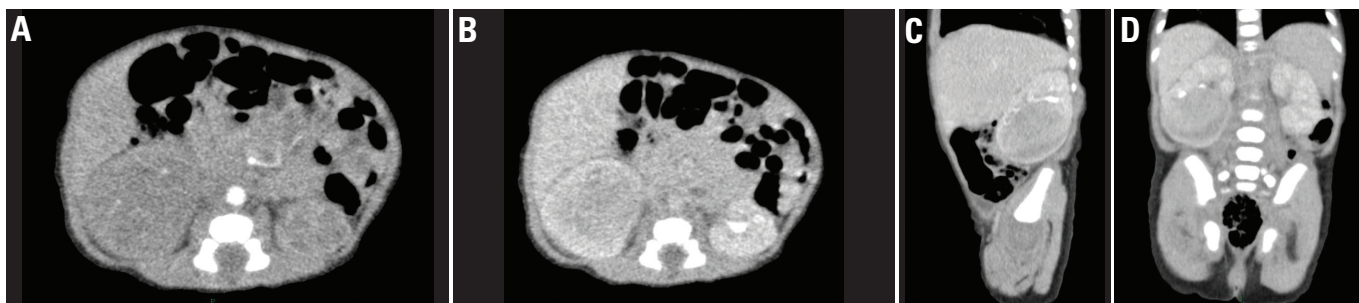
A-D: Tomografia computadorizada do abdome (fases córtico-medular e excretora) – rim direito com dimensões aumentadas à custa de massa sólida comprometendo o pólo inferior e terço médio, sem sinais de ruptura capsular, promovendo compressão com obliteração parcial do grupamento calicinal inferior deste rim, além de impressão extrínseca com deslocamento anterior da pele e do ureter proximal.
